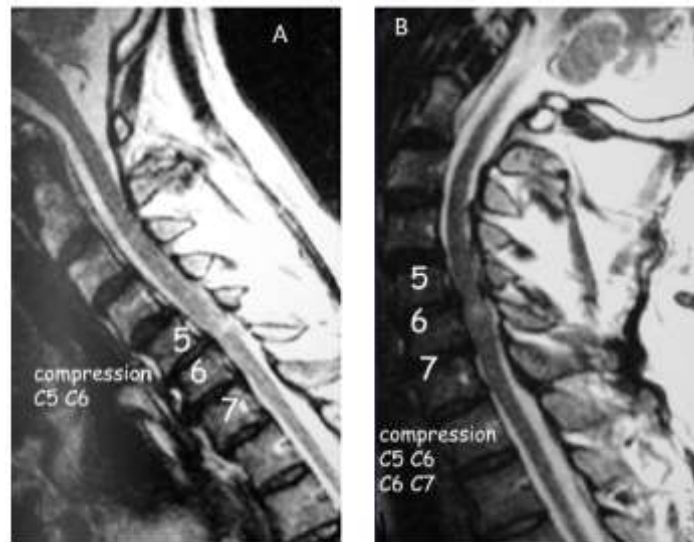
IRM dynamique du rachis cervical en coupes sagittales pondérées en T2 montrant la majoration de la sténose canalaire en hyperextension (B) et sa réduction en hyperflexion (A)
